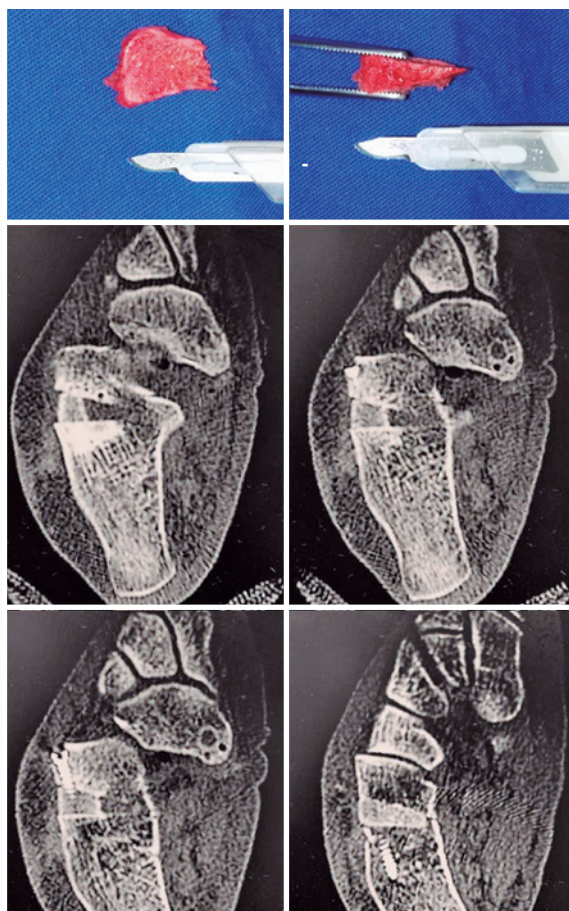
Enxerto triangular de osso íliaco inserido após o alongamento, identificado na tomografia pós-operatória imediata
